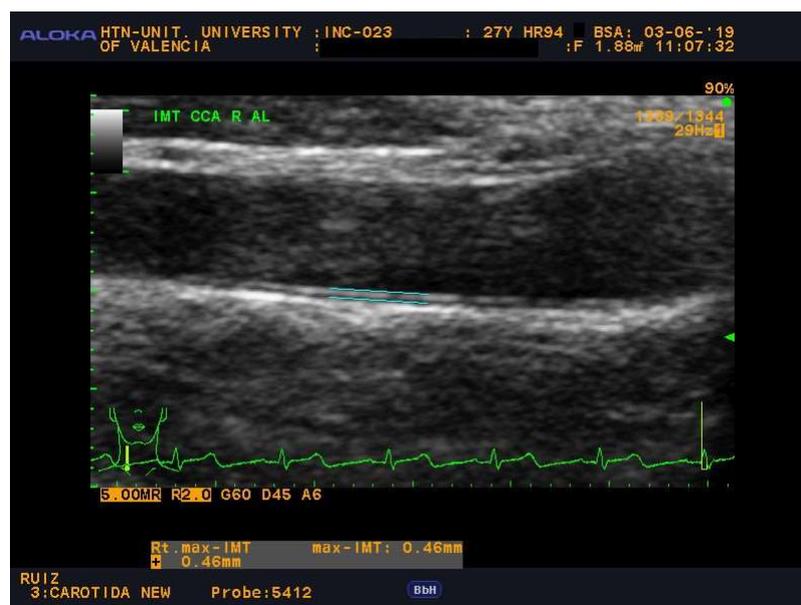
Ejemplo de medición del grosor de la íntima-media carotídea mediante ecografía.
